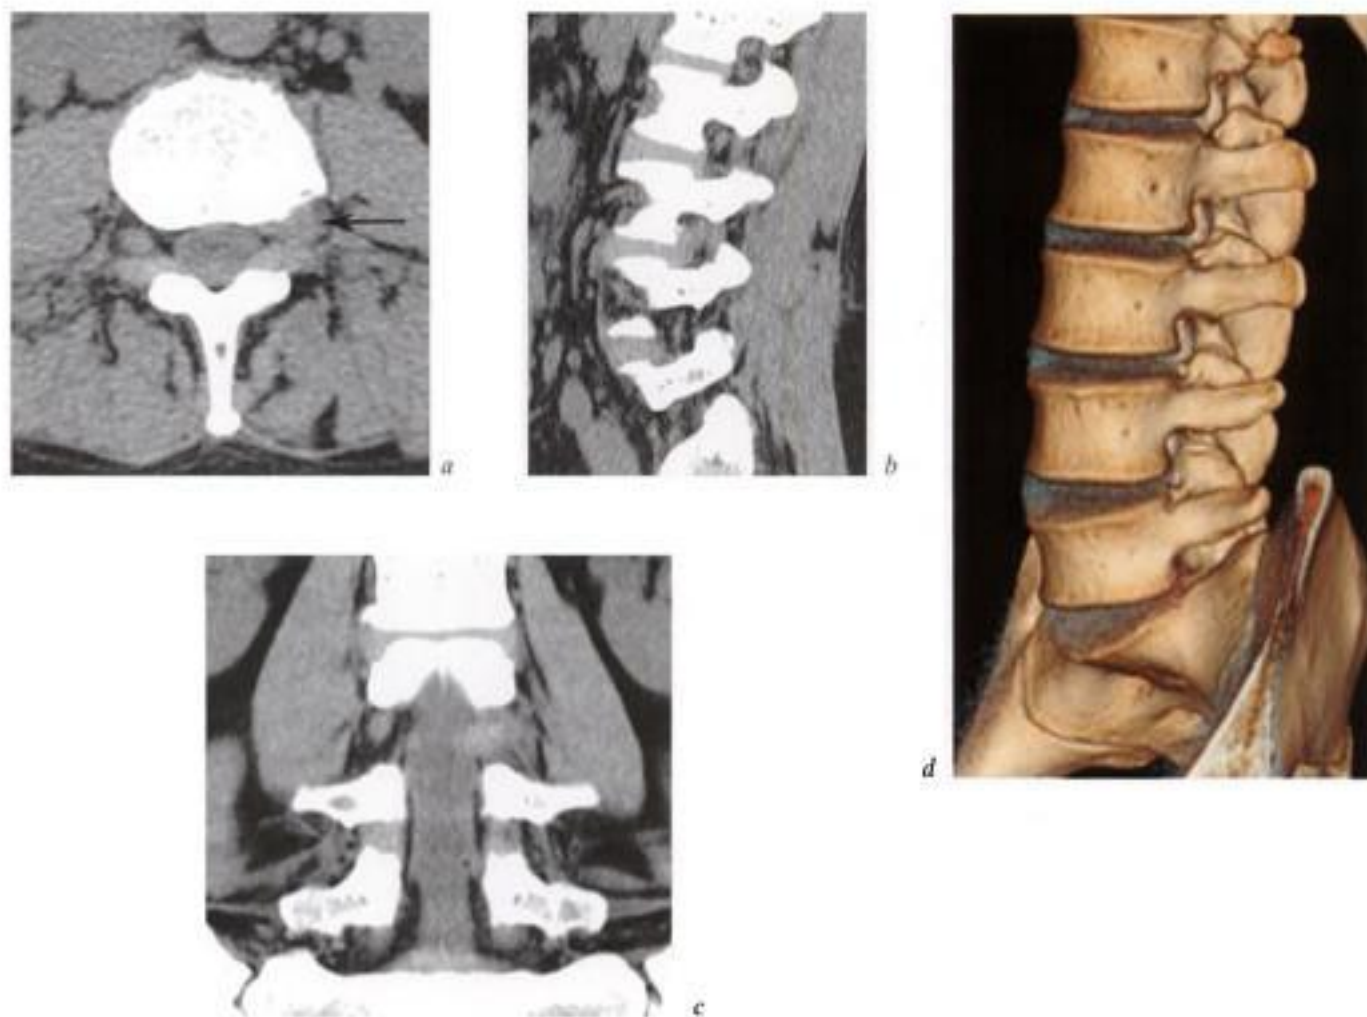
TDM du rachis lombosacré. Hernie discale foraminale. Coupe axiale native (a), reconstructions sagittale (b), frontale (c) et volume rendering (d). Hernie discale foraminale en L3-L4 gauche (flèche en a).
